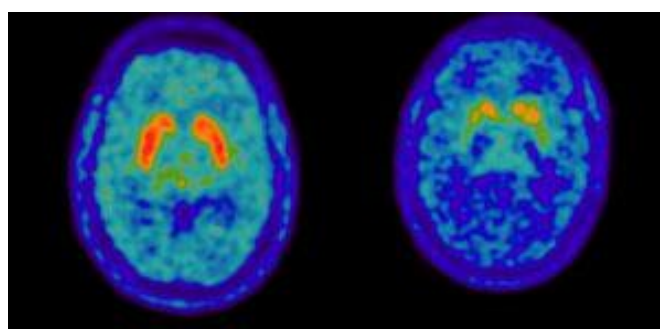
Imagem de PET utilizando FDOPA-¹⁸F para diferenciar um doente com doença de Parkinson (à direita) de um controlo negativo (à esquerda). Adaptado da referência (68).
